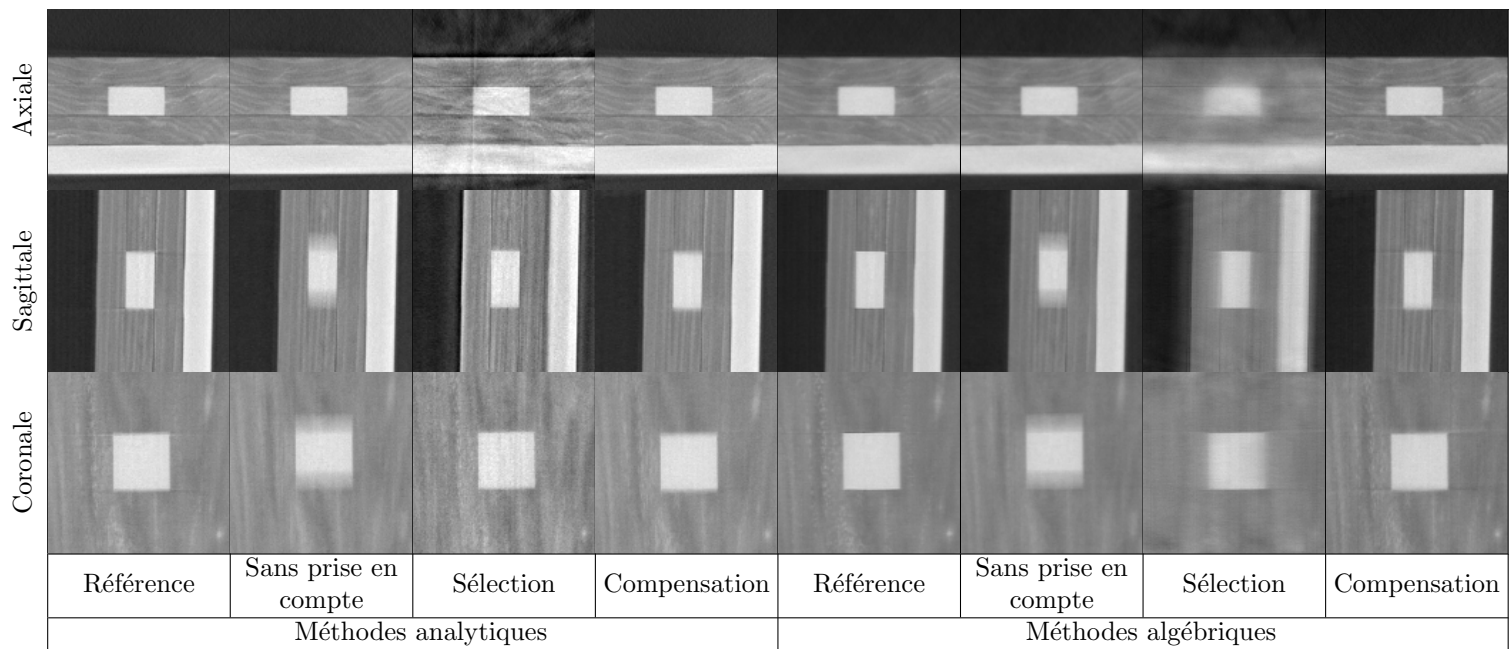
Coupes à l'isocentre des images TDM reconstruites en fin de cycle par différentes méthodes à partir des projections réelles acquises sur le fantôme mécanique.
